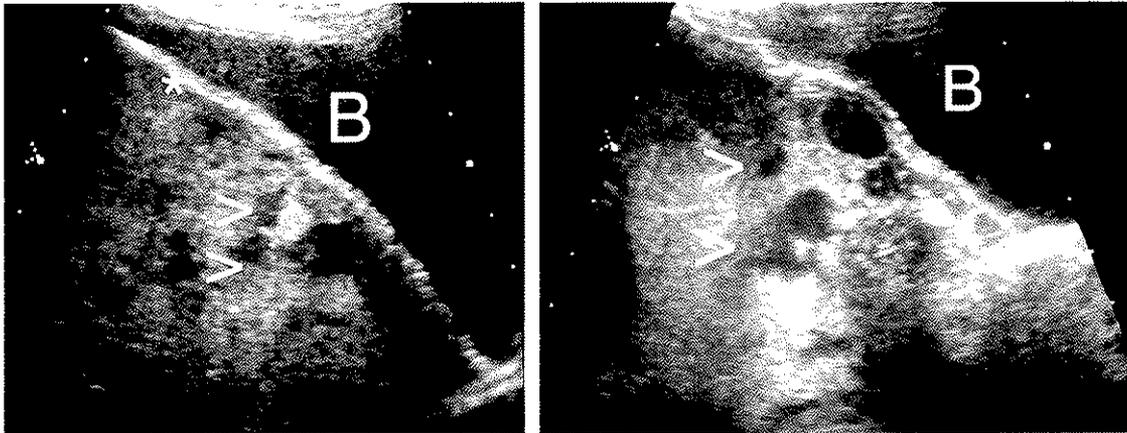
placenta accreta en échographie (d'après Comstock et al. [20])
